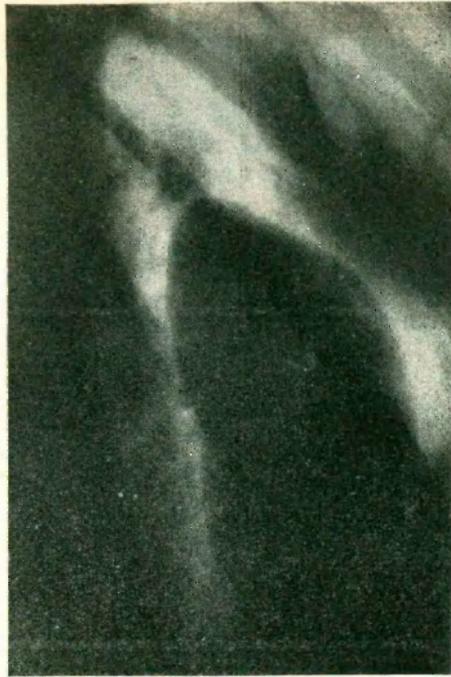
Radiografía con enfisema perirrenal y foco localizado en el lado izquierdo. Confirma lo dicho anteriormente.
